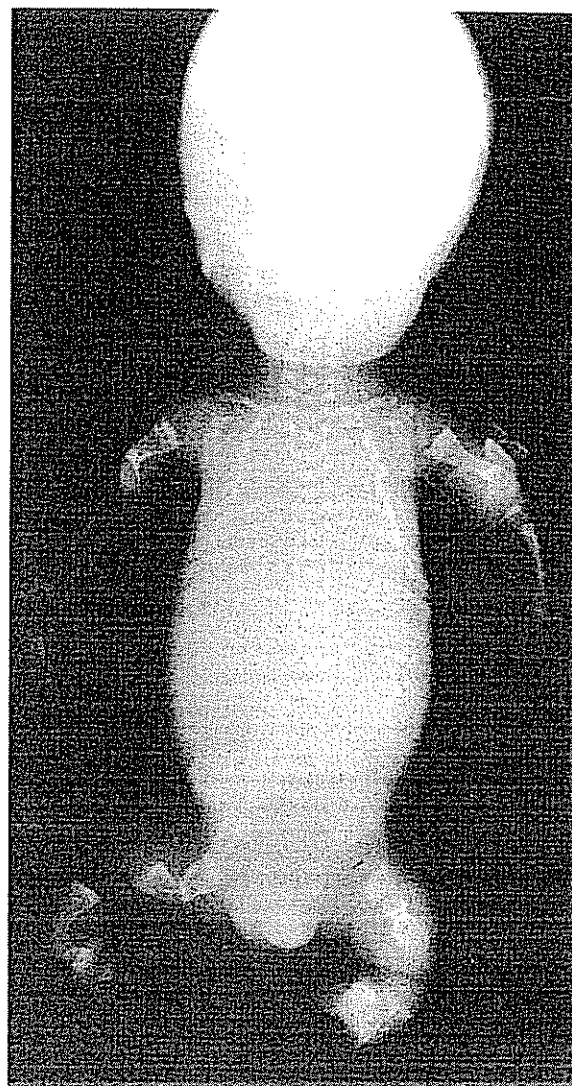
Radiografia de um prematuro (26 semanas de gestação) com a forma letal perinatal (tipo II) de osteogênese imperfeita. O crânio é relativamente grande e não-mineralizado e era mole à palpação. A cavidade torácica é pequena, os ossos longos dos braços e das pernas são curtos e deformados, e os corpos vertebrais são achatados. Todos os ossos são desmineralizados. (Cortesia de T. Costa, The Hospital for Sick Children, Toronto.)
